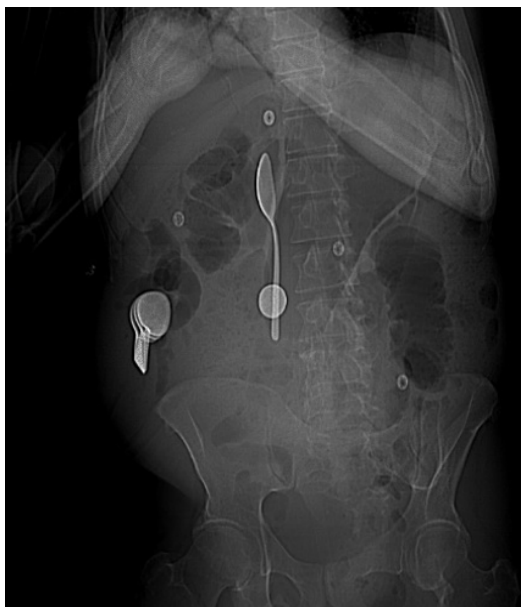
Radiographie de l'abdomen sans préparation montrant les corps étrangers
